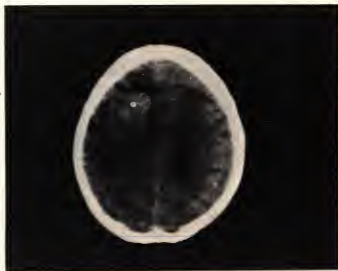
Компьютерная томограмма. Метастаз хорионэпителиомы матки в мозге: большой опухолевый очаг в левой височно-теменной области (указан белой точкой).
